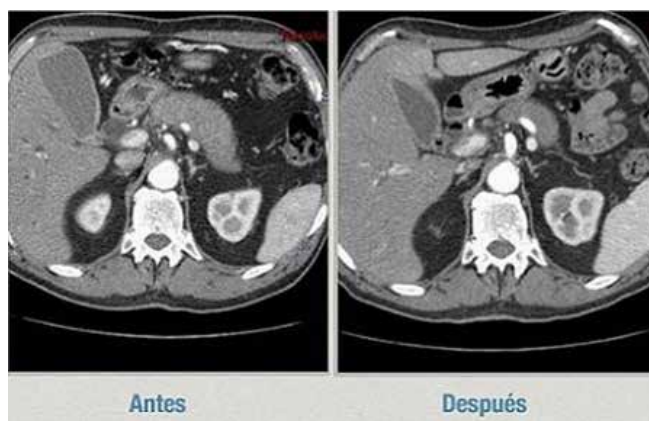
Imagen TC pre y postratamiento con corticoides iv. Se observa cambio significativo en el tamaño pancreático.
